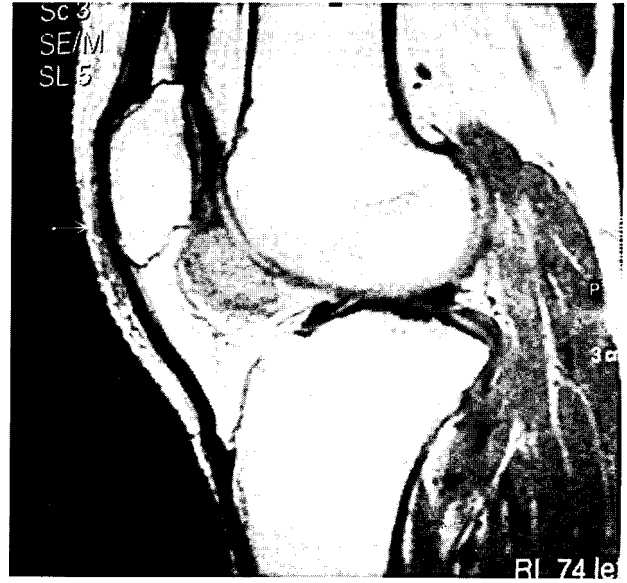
Magnetic resonance imaging(MRI) demonstrates a well-defined solid mass in infrapatellar area. T1-weighted image shows a infrapatellar mass with areas of intermediate signal similar to fat and areas of low intensity similar to surrounding muscle.
